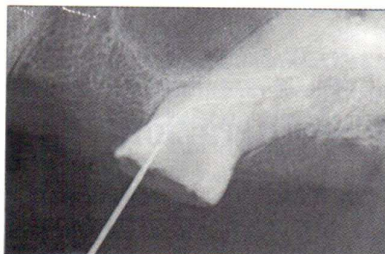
Lo stesso dente della Fig. 1. Radiografia di misurazione del canale mesiale. Situazione operativa difficile per la presenza di una spiccata curvatura del canale. Si rende indispensabile una correzione dell'imbocatura canalare per facilitare la preparazione del canale.
